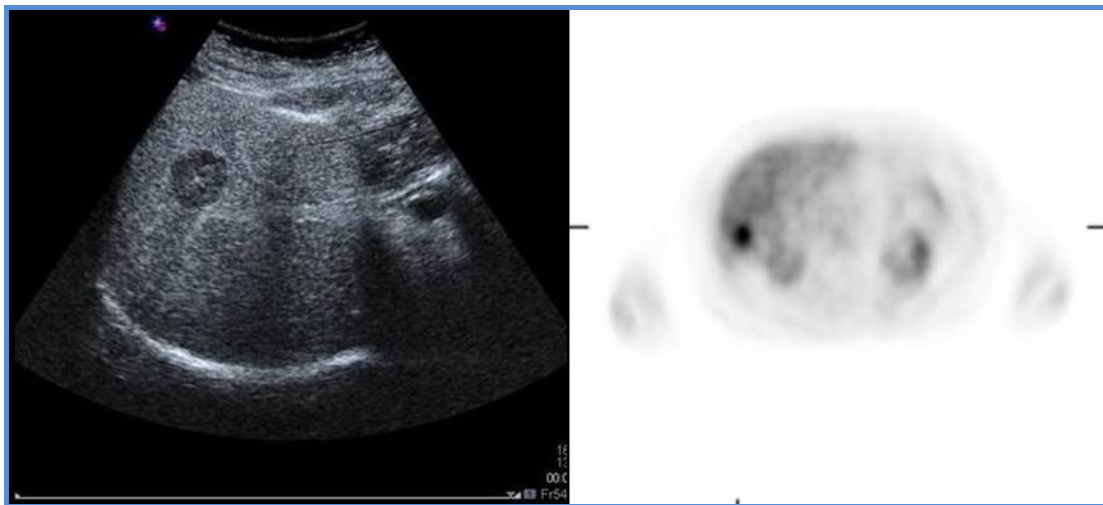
Metástasis hepática visualizada mediante CEUS y FDG-PET.
